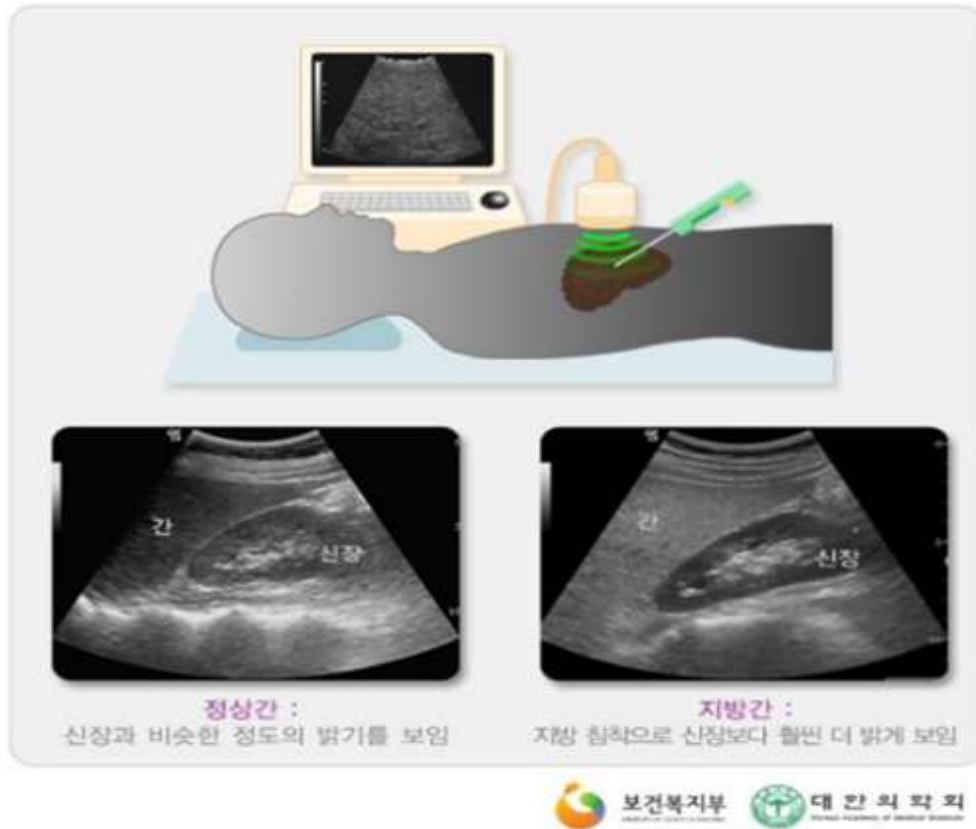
정상적인 간과 지방간의 초음파 검사 소견
